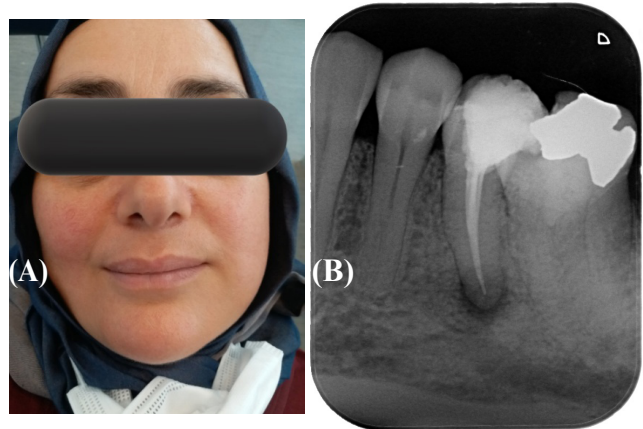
A) Hastanın panoramik radyografi görüntüsü. B) Teşhis radyografisi.
